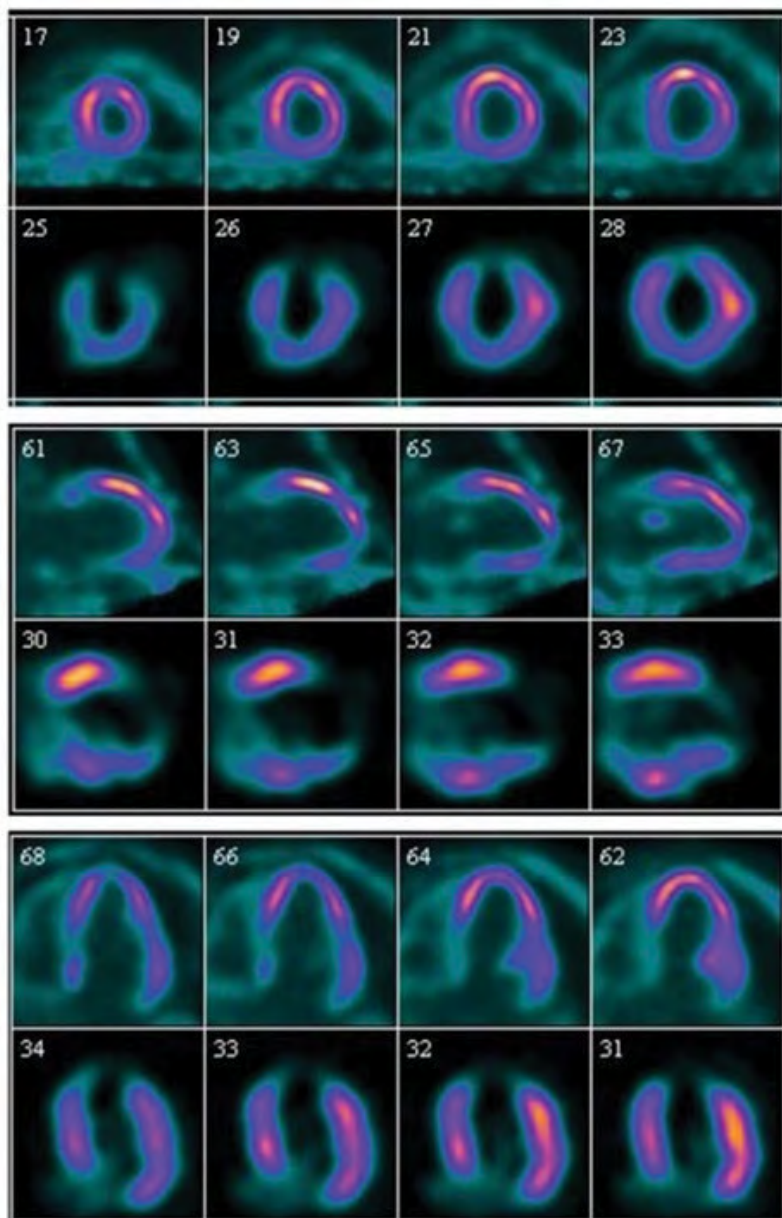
Ocena viabilnosti miokarda s perfuzijsko scintigrafijo miokarda. Miokard levega prekata je prikazan v standardnih oseh (levo, zgornja vrstica – kratka os, srednja vrstica – navpična dolga os, spodnja vrstica – vodoravna dolga os). Kopičenje radiofarmaka (^{99m}Tc -tetrofosmin) je praktično odsotno v poteku večine anteriornega segmenta ter izrazito znižano v področju apeksa, večini anteroseptalnega ter vsaj polovici anterolateralnega segmenta, drugače prikazano tudi na polarni mapi (desno zgoraj) v standardnem 17-segmentnem modelu (centralno – apeks, zgoraj – anteriorni segment, spodaj – inferiorni segment, levo – lateralni, anterolateralni in inferolateralni segment, desno – septalni, anteroseptalni in inferoseptalni segment). Po kvantitativni analizi (desno spodaj) je kopičenje radiofarmaka v opisanih segmentih znižano pod 50 % maksimalnega privzema v miokardu, kar kaže na odsotnost viabilnega miokarda.
